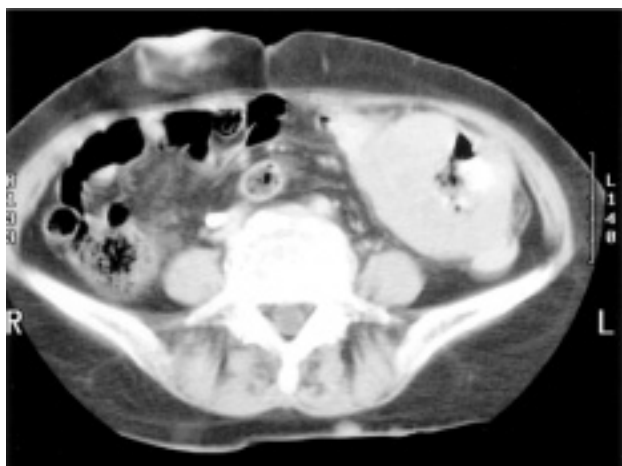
Abdominal CT scan finding. A huge (about 7 cm) bowel-related soft tissue mass lesion is shown in the left lower abdomen.
